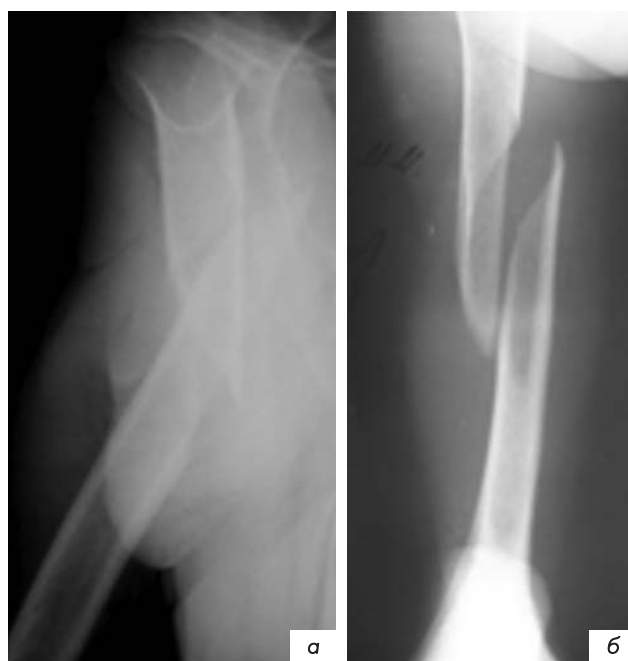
Пациентка Ш., 77 лет. Рентгенограммы плеча: а, б – до операции.
